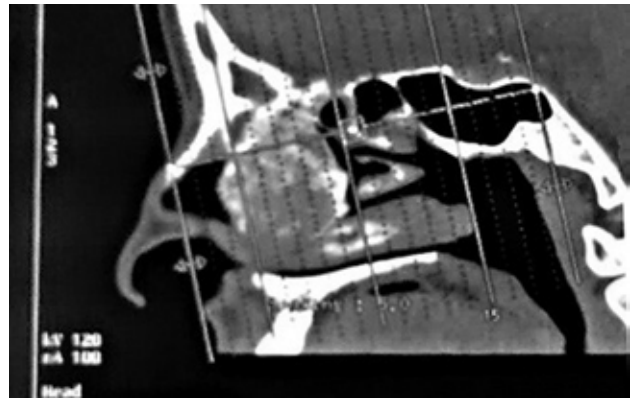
TAC en proyección lateral. Tumoración en cabeza de cornete medio.
